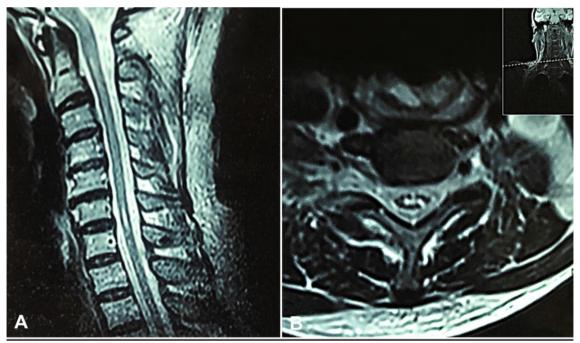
RM da coluna cervical. (A) Fino traço de hipersinal no centro da medula espinhal no corte sagital em T2 com *Fat Saturation* à nível cervical. (B) Corte axial constatando dilatação do canal central da medula espinhal.
